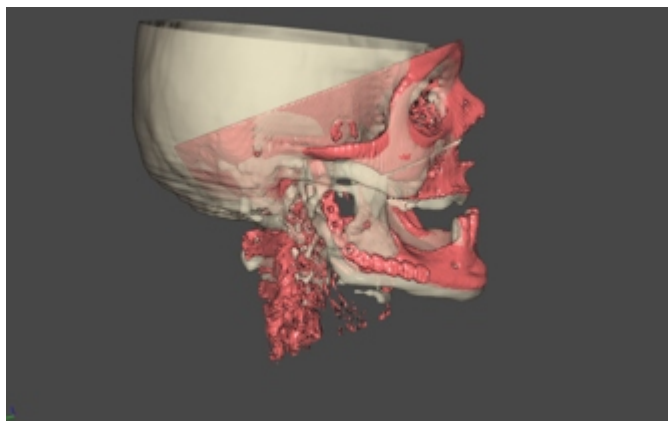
3D-CT comparison of the jaw before and after the surgery - right side.
